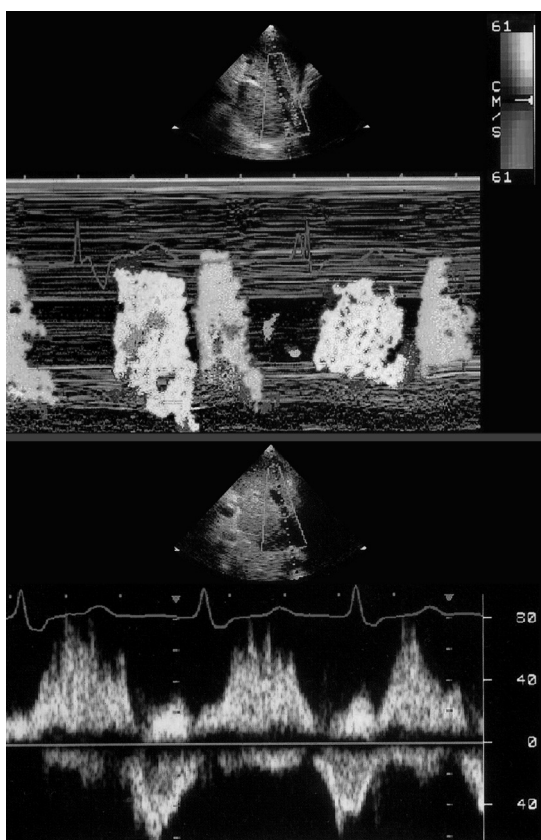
(В цвете — см. с. 325.) Ретроградный кровоток в средней печеночной вене. Это признак тяжелой трикуспидальной недостаточности. Вверху: цветное М-модальное исследование. Красный цвет — систолический ретроградный кровоток, синий — нормальный диастолический кровоток. Внизу: импульсное доплеровское исследование кровотока в средней печеночной вене. Ретроградный кровоток направлен к датчику (выше изолинии), он сильно зависит от фазы дыхания (увеличивается на вдохе, уменьшается на выдохе). Heinle SK. Quantitation of Valvular Regurgitation, in: Otto CM. The Practice of Clinical Echocardiography, Saunders, 2002.
